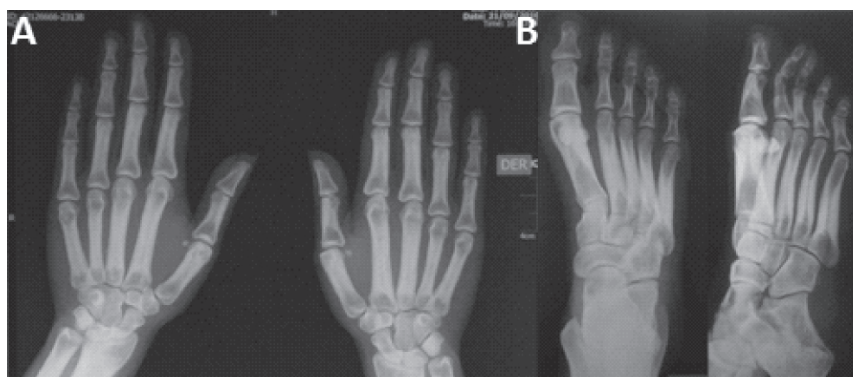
Radiografía de A) manos y B) pies comparativos. Se aprecia de forma notoria displasia de todos los huesos de las manos y pies con hiperostosis diafisaria.
